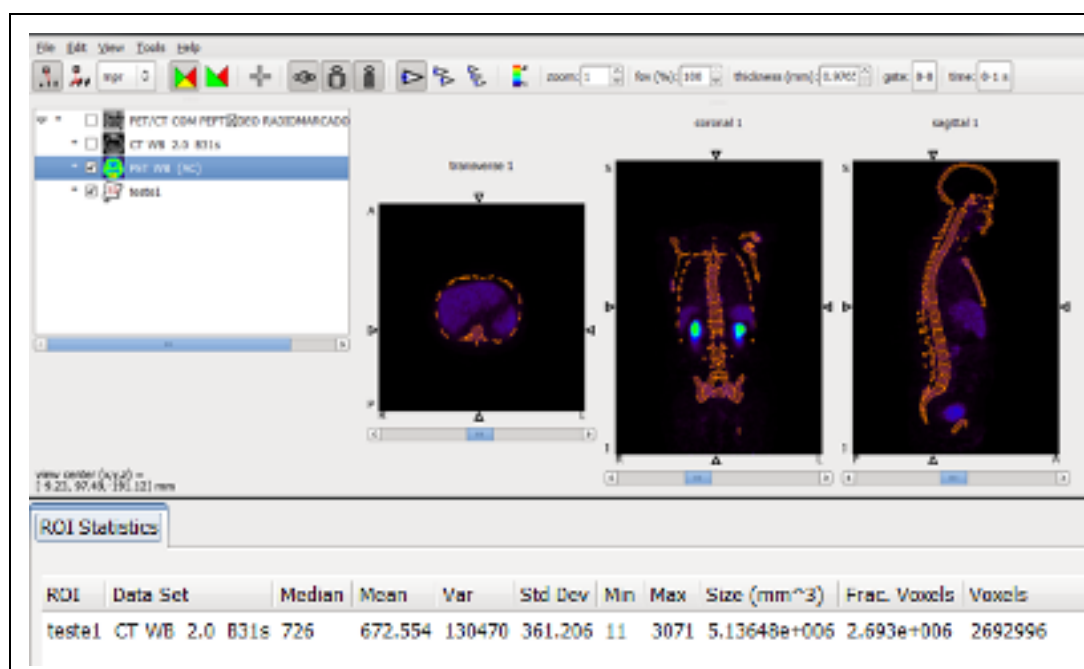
Exemplo de geração do VOI do esqueleto. Exemplo de determinação de VOI do esqueleto a partir de *threshold* de 120 UH em exame de PET/CT, com as medidas de geradas automaticamente pelo software AMIDE. Notar a exclusão automática das áreas de distribuição em partes moles, já que o VOI é delimitado baseando-se na delimitação do esqueleto no componente da tomografia computadorizada
